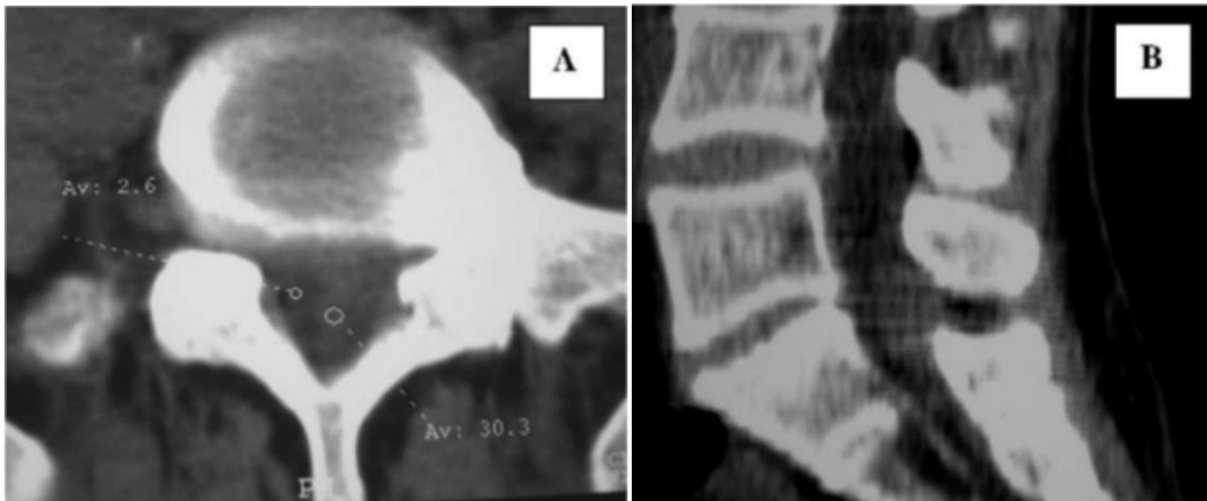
TDM lombaire. A: le matériel du disque apparaît postérieur au sac dural et iso dense au disque intervertébral. B: coupe sagittale, la reconstruction a montré l'effondrement du disque intervertébral L5-S1 et masse iso dense postérieure [175].
